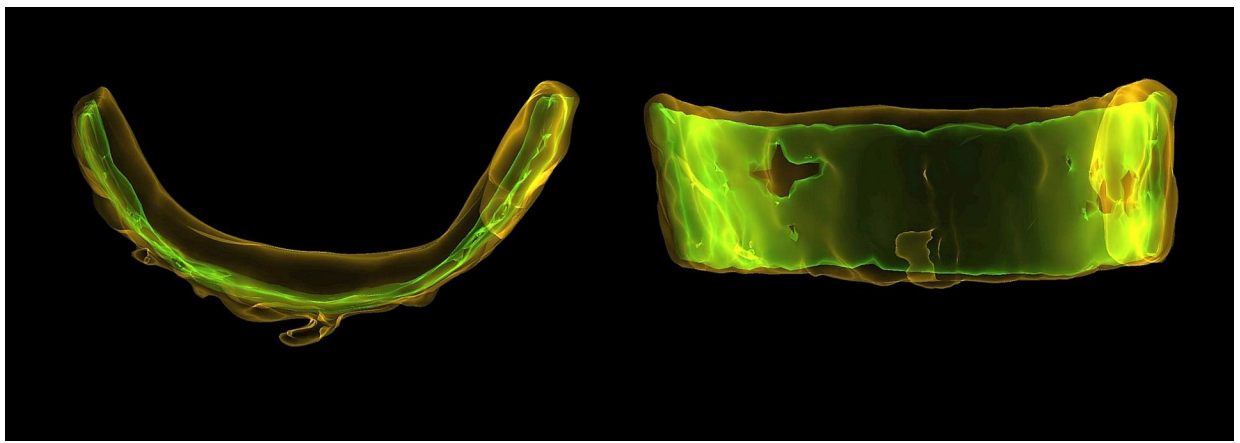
Tomografía computarizada en 3D del implante metálico en el cuello en semitransparencia que muestra un núcleo interno excéntrico con un valor de TC más alto (en color verde).
